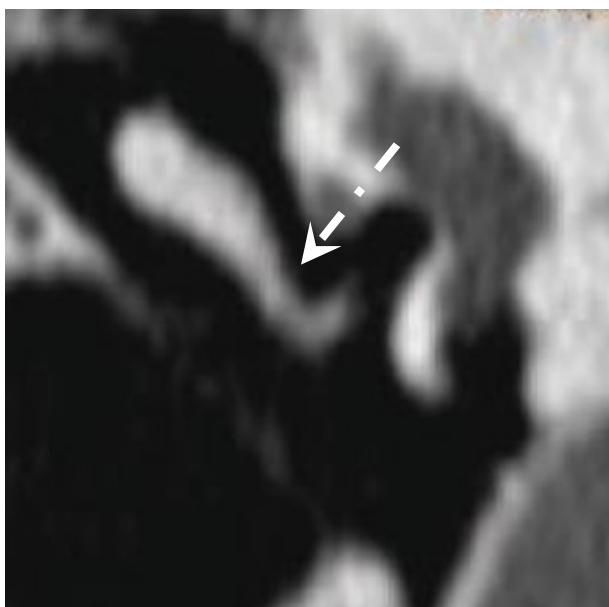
TDM - Intégrité de la longue apophyse de l'enclume [167]. *A gauche* : Coupe TDM coronale oblique, confirmant l'intégrité de la longue apophyse de l'enclume et de l'articulation incudo-malléaire. *A droite* : Coupe TDM coronale oblique, lyse partielle de la longue apophyse de l'enclume avec discontinuité de la chaîne ossiculaire.
